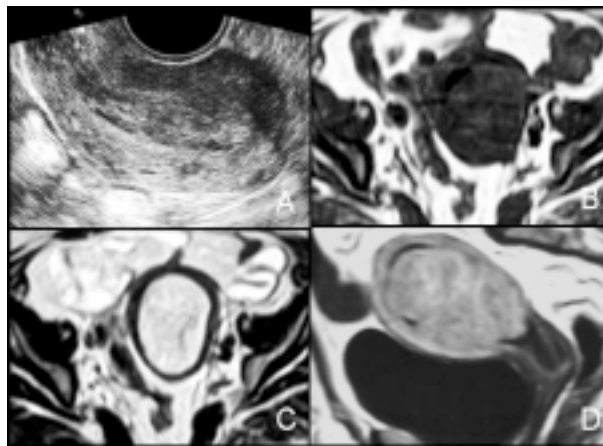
Carcinoma do endométrio em mulher pós-menopausa com hemorragia vaginal. A ecografia transvaginal (A) revela massa intracavitária heterogênea. No corte axial em ponderado em T1 (B) apresenta sinal semelhante ao miométrio impossibilitando a sua distinção. No corte axial ponderado em T2 (C) observa-se marcada distensão da cavidade endometrial por lesão com hipersinal heterogêneo. Após a administração de gadolínio (D) a lesão mostra captação heterogênea de contraste, cuja expressão é atípica uma vez que o sinal é ligeiramente superior ao miométrio.
